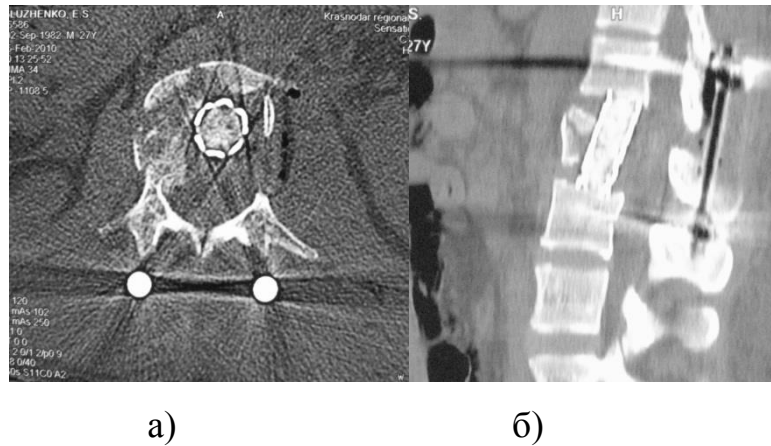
КТ-граммы больного Г-о. после второго этапа оперативного лечения. а) аксиальная проекция; б) сагиттальная проекция).
